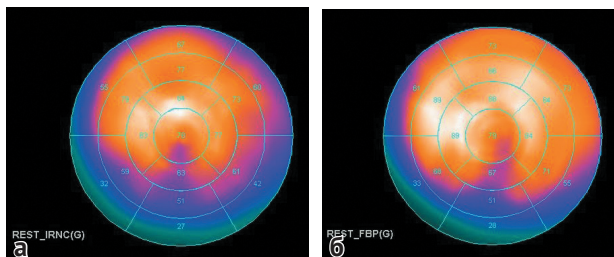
Сцинтиграфия миокарда: а — до выполнения усиленной наружной контрпульсации; б — после
